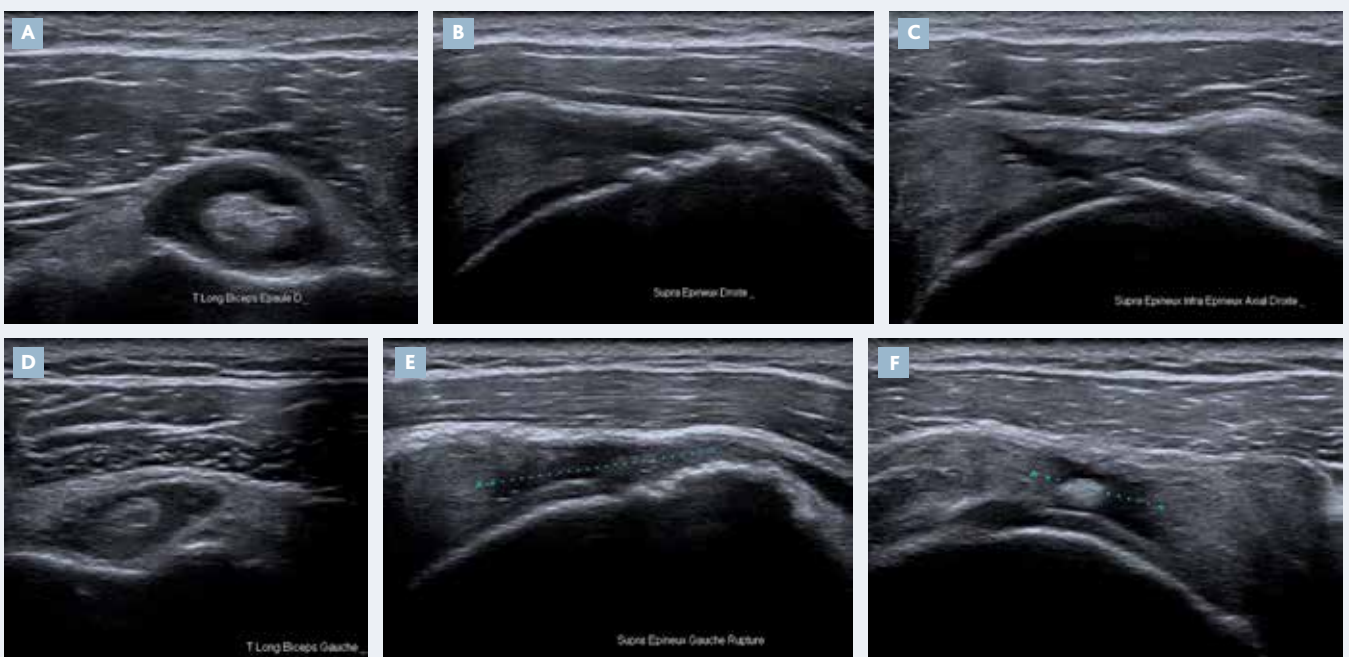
Homme de 80 ans : échographie comparative en mode B à droite (A, B, C) et à gauche (D, E, F) : rupture transfixiante des 2 supra-épineux ; l'échographie ne permet pas de dire quelle épaule est douloureuse (il s'agit de la gauche).
